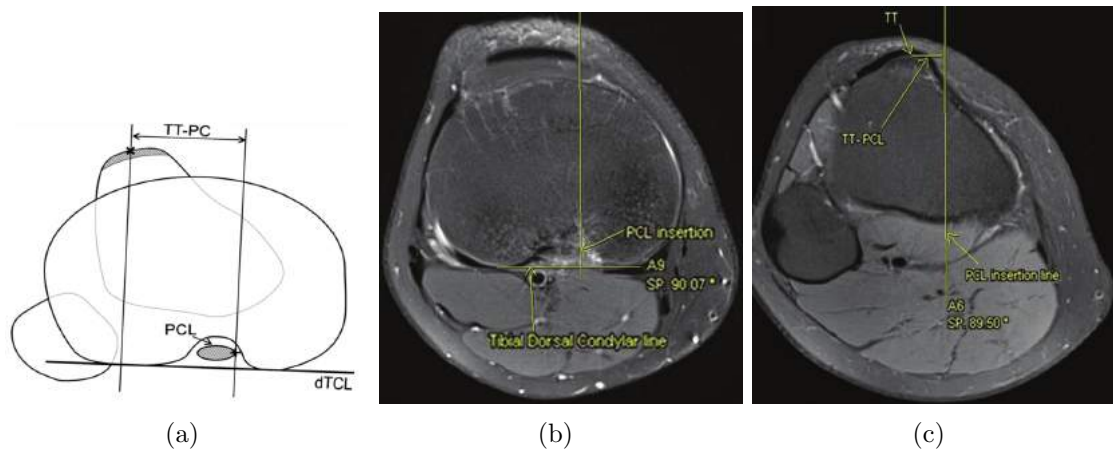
Medição de TT-PCL, retirado de [47]: (a) Representação esquemática para realização da medida TT-PCL; (b) e (c) Medida em imagem de RM.
